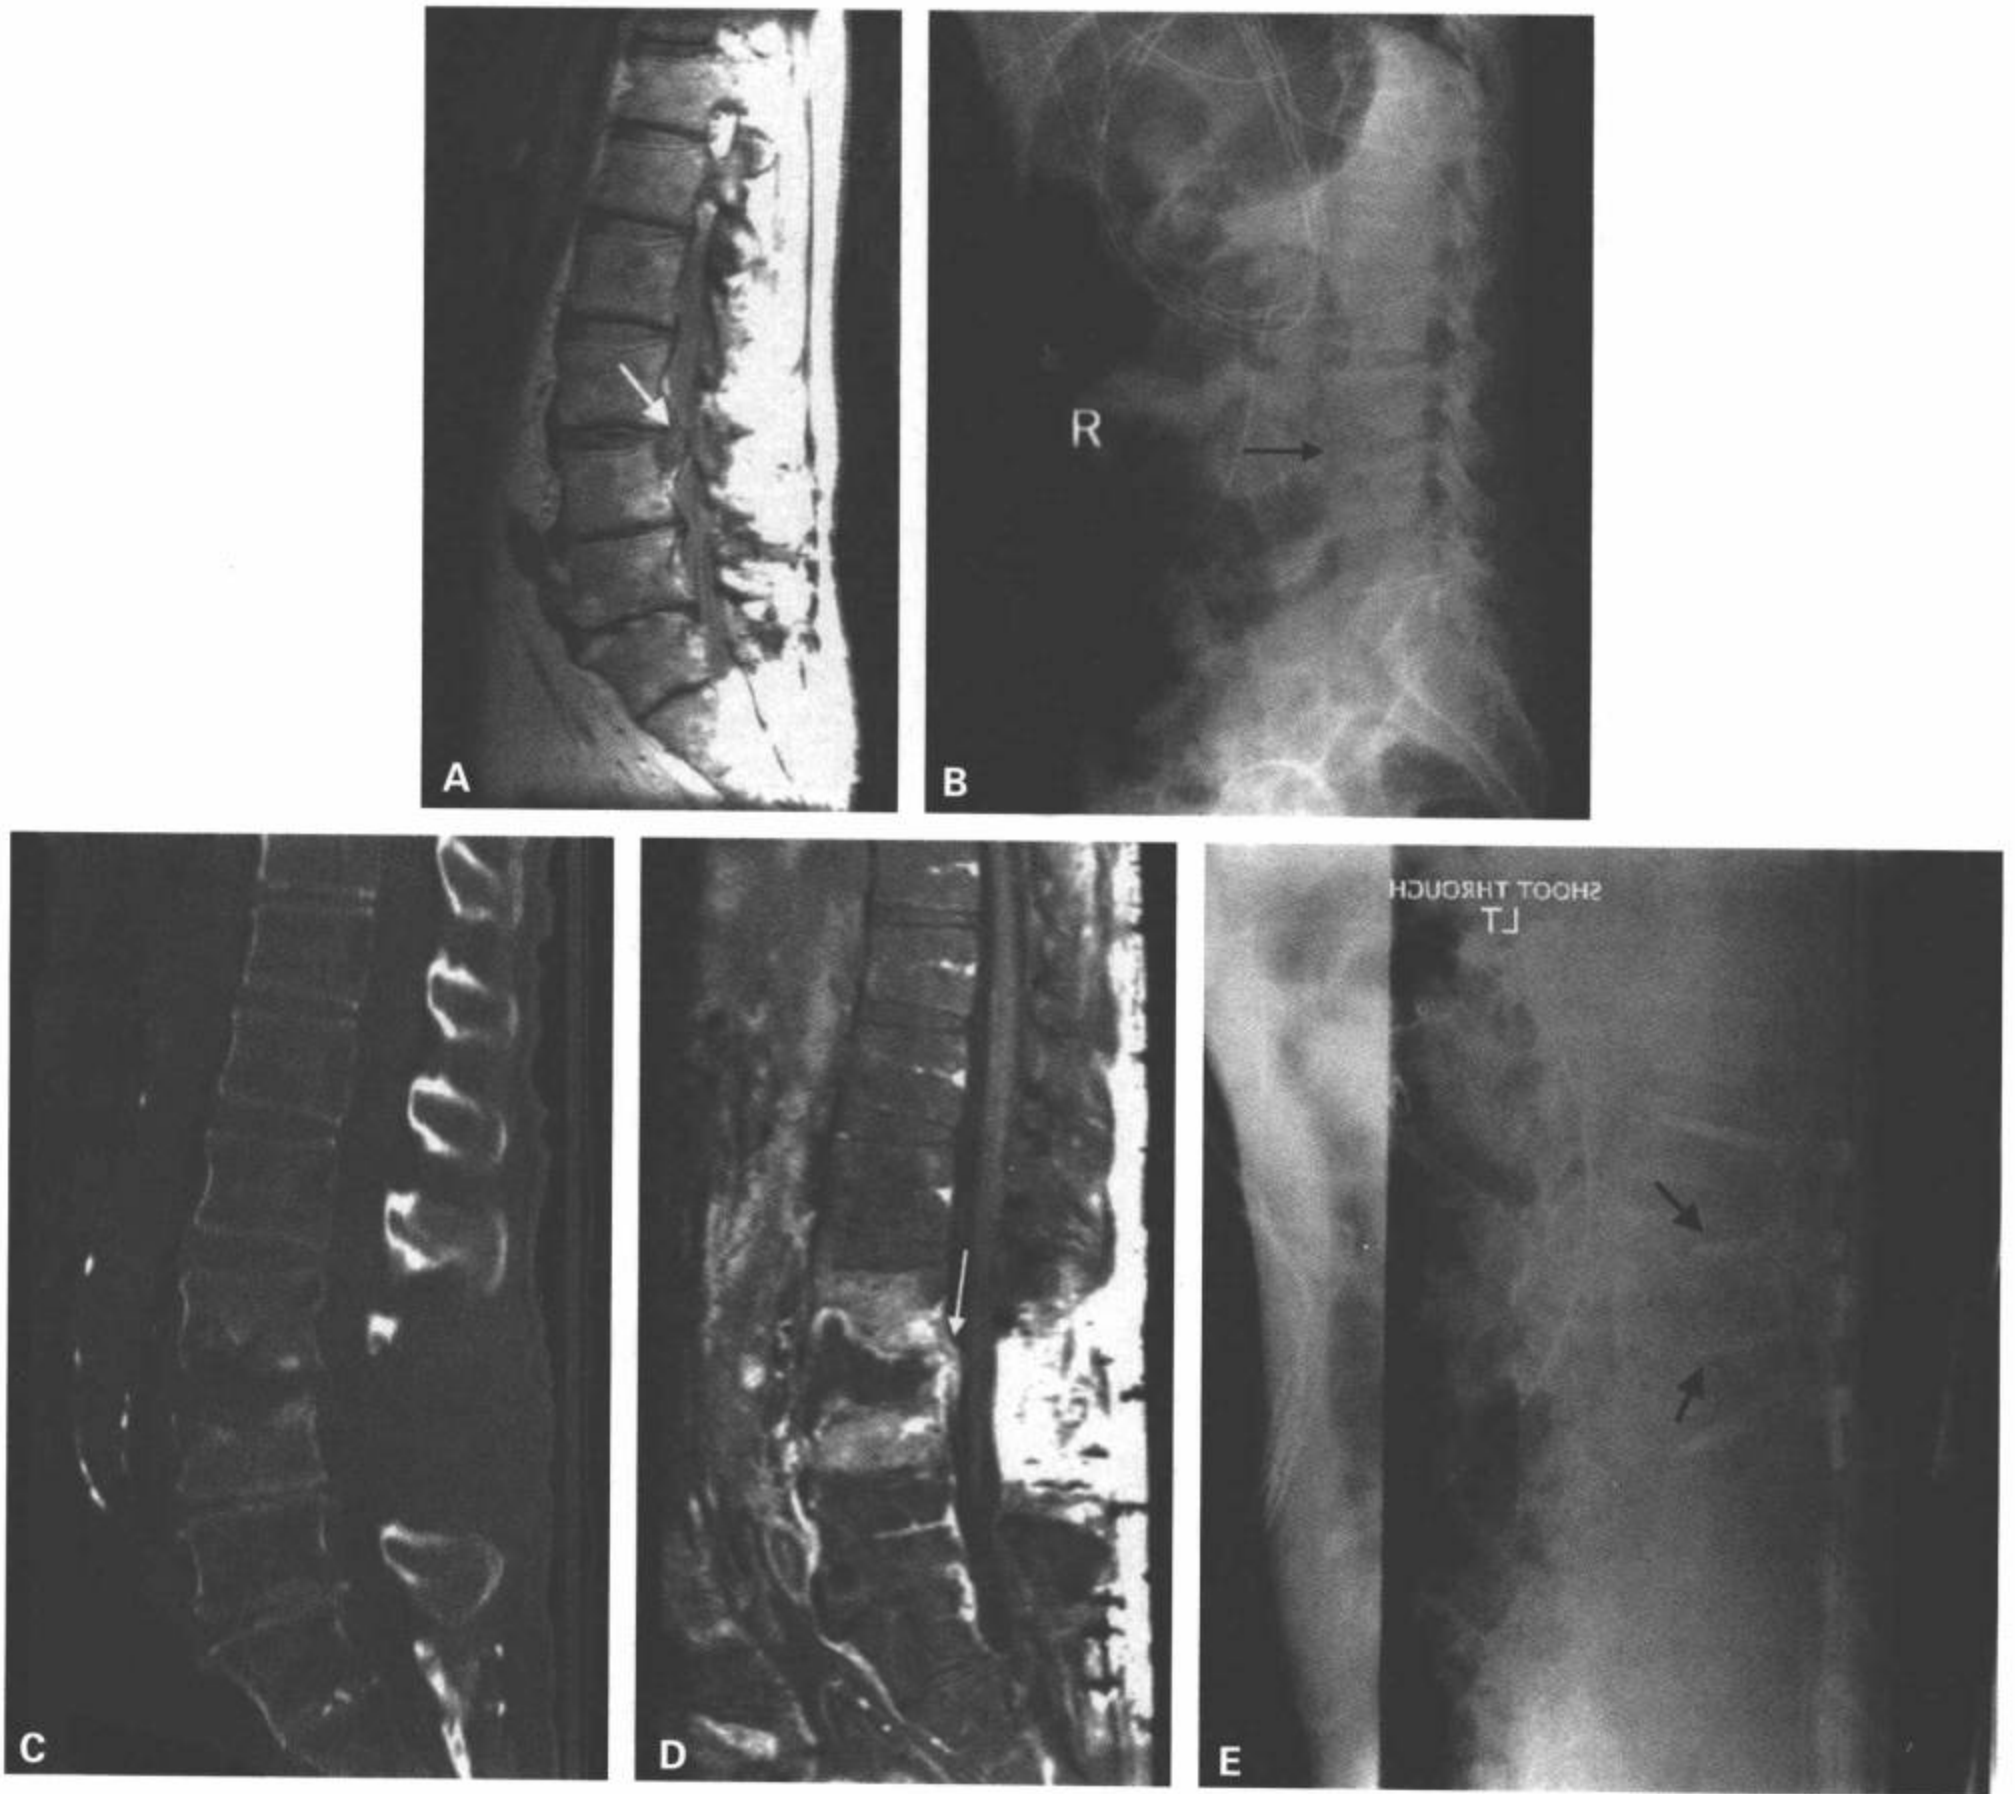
术后感染。A: 矢状面T1加权图像上显示这例病人的L3-L4椎间盘向左侧脱出(白箭)。病人的伤口经多次缝合并持续性引流3周。病人再次出现背部疼痛加剧, C反应蛋白和红细胞沉降率升高, 无发热, 白细胞计数无明显改变。B: 侧位片显示的L3下终板和L4上终板破坏(黑箭)在CT矢状面重组图像(C)上得到进一步确认。钆强化T1加权矢状面MRI(D)显示破坏性骨髓炎和间盘炎, 破坏的L3-L4椎间隙周围和邻近的椎体强化。注意硬膜外间隙扩大(D中白箭)。这例病人做了腰椎前部清创术, L3和L4之间插入自体髂骨移植物, L2-L4后路椎弓根螺钉固定。侧位片上(E)显示L3和L4由于严重骨破坏而用短椎弓根螺钉固定(黑箭)(与L2和L5相比较)。
